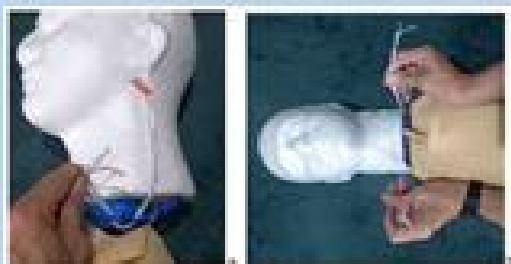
Acoplagem da cabeça de isopor na garrafa PET já com o envelope montado nela. Observar que as alças devem ficar viradas para parte anterior e posterior do simulador.
